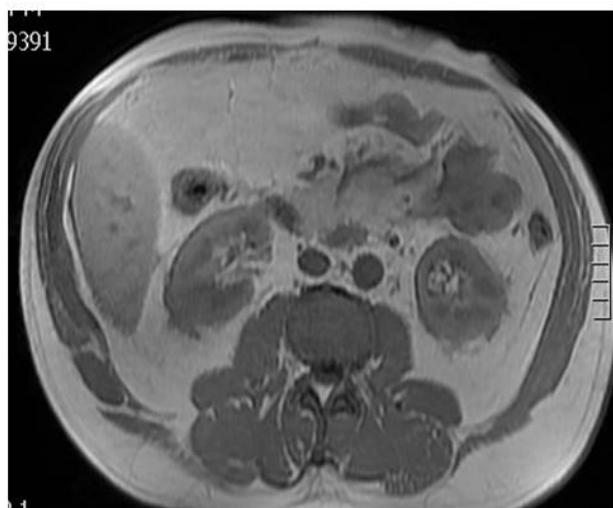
Paciente de la figura 5 al que se le realiza una RM donde se observa lesión ocupante de espacio , redondeada de 40 x 28 mm de diámetros, localizada en mesenterio yeyunal bien delimitada por una cápsula. La lesión presenta componente graso como lo demuestra la caída de intensidad de señal en secuencia fuera de fase y en la secuencias con supresión grasa junto a trabeculación de la grasa periférica a la lesión. Tras contraste e observa un realce finocapsular. DX: Necrosis grasa encapsulada.
